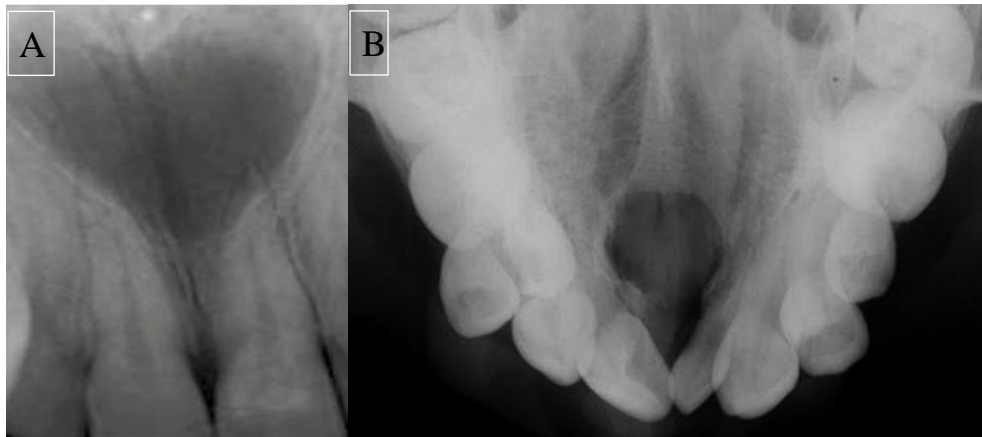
A) radiografía dentoalveolar de un quiste nasopalatino en forma de ovalo o de corazón, B) Radiografía oclusal superior de un quiste nasopalatino localizado en la parte media del paladar anterior. <sup>6</sup>
